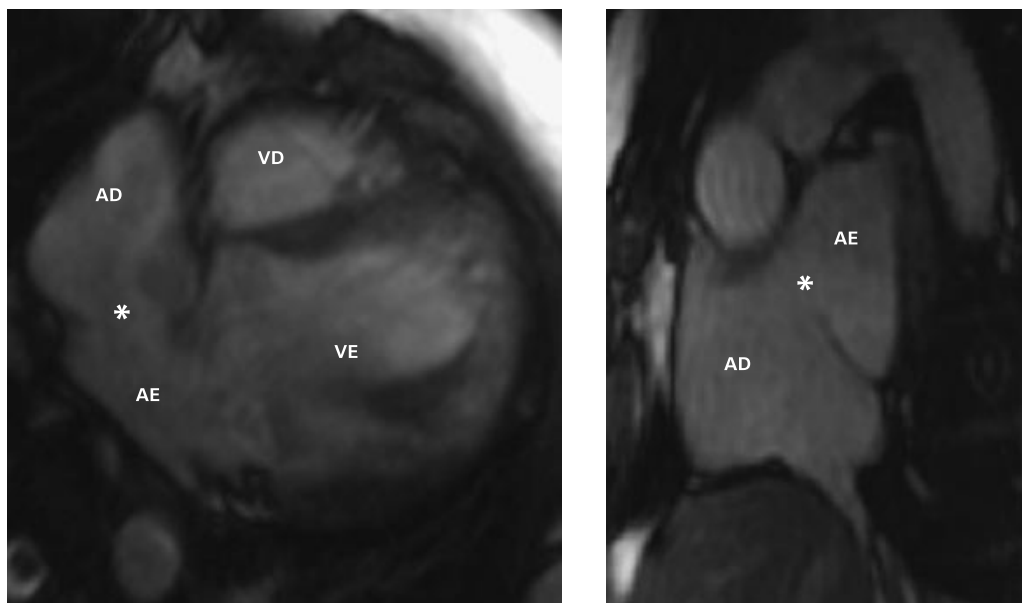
Comunicação interatrial (*) vista pela ressonância magnética cardíaca. Plano quatro câmaras onde identificamos o átrio (AD) e ventrículo (VD) direitos e o átrio (AE) e ventrículo (VE) esquerdo com o defeito do septo interatrial (*). No plano eixo curto, identificamos apenas as cavidades atriais e o defeito do septo (*)
